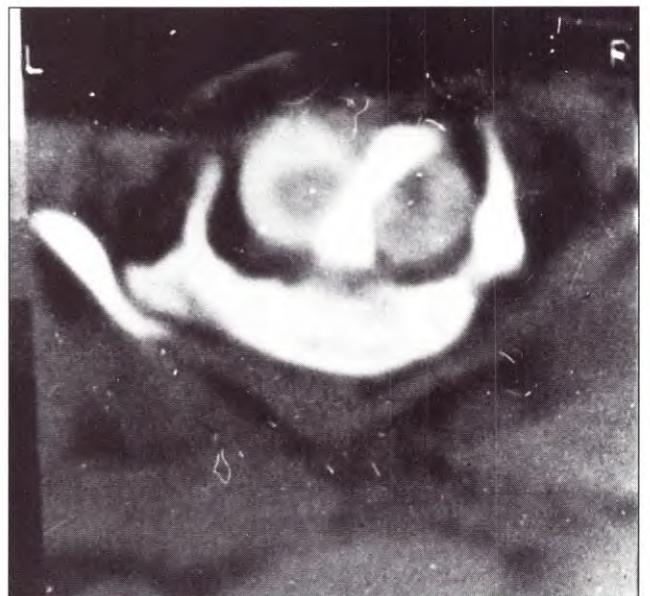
Caso 4. mielo-TC. en MC
